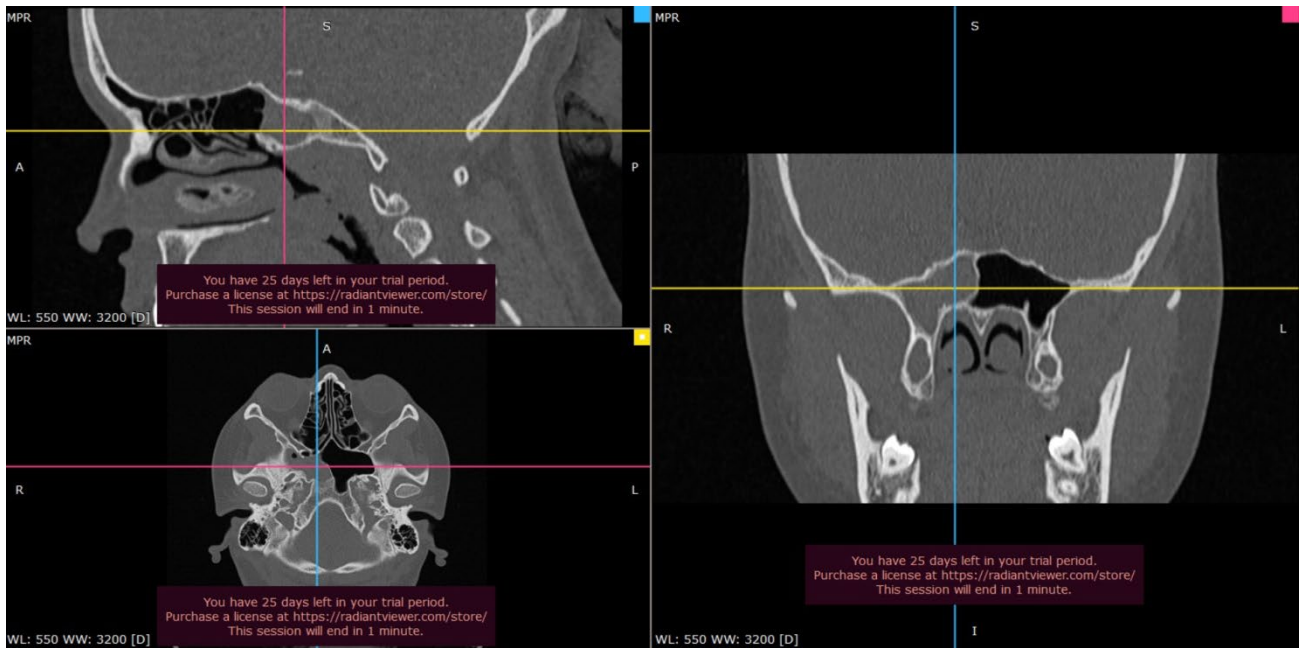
Компьютерная томография околоносовых пазух пациентки 3., 23 года, с признаками правостороннего сфеноидита
